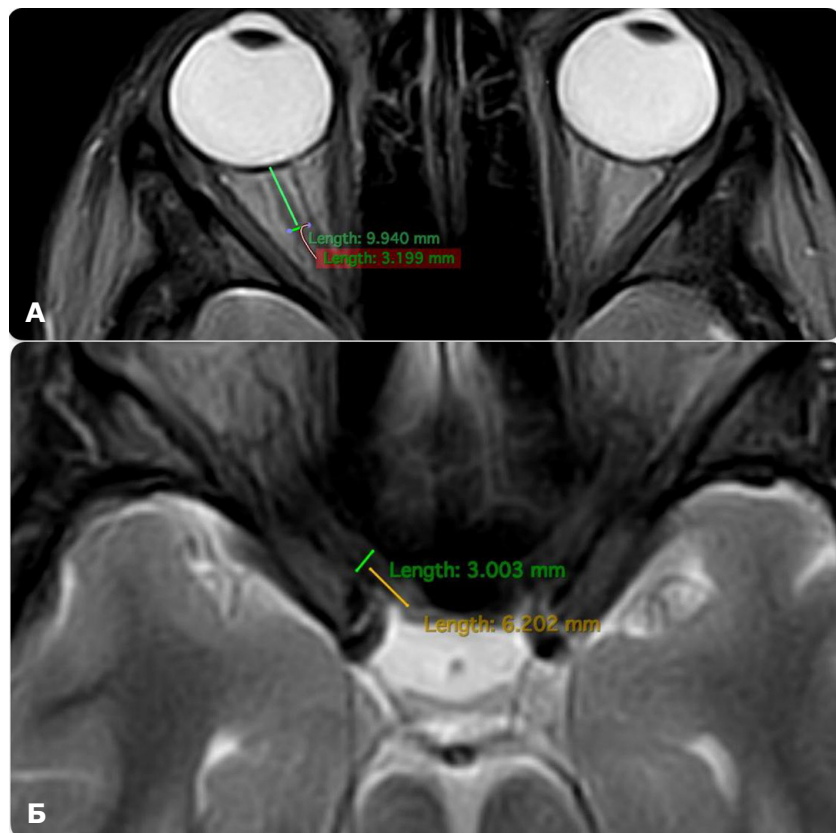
Техніка вимірювання діаметра зорового нерва (МРТ головного мозку, аксіальна проєкція, T1WI зважені зображення): А – інтраорбітальна частина; Б – внутрішньочерепна частина
